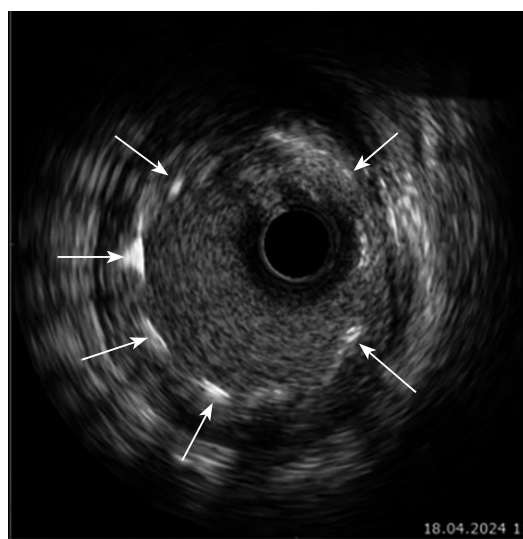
Контрольное ВСУЗИ. Стрелками указаны страты стента ствола ЛКА
